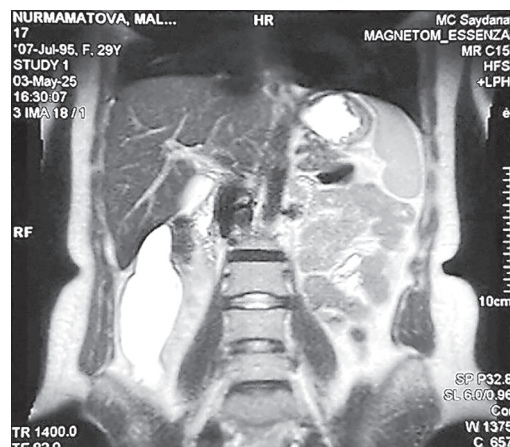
МРТ. Фронтальная проекция. Гигантское мукоцеле червеобразного отростка
